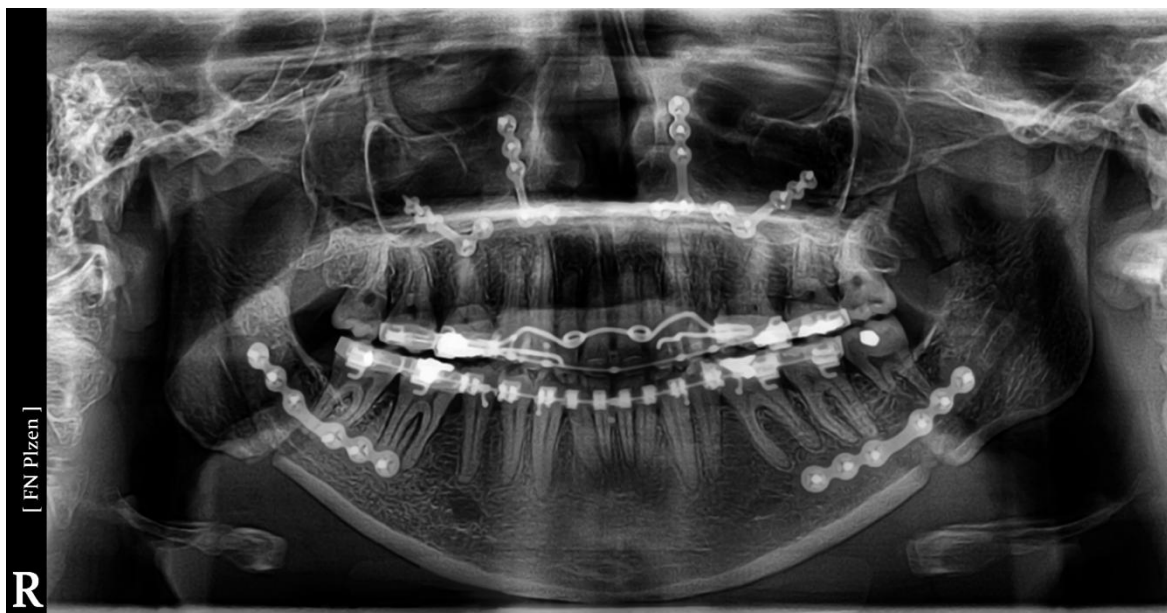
RTG snímek z OPG (srpen 2014)
